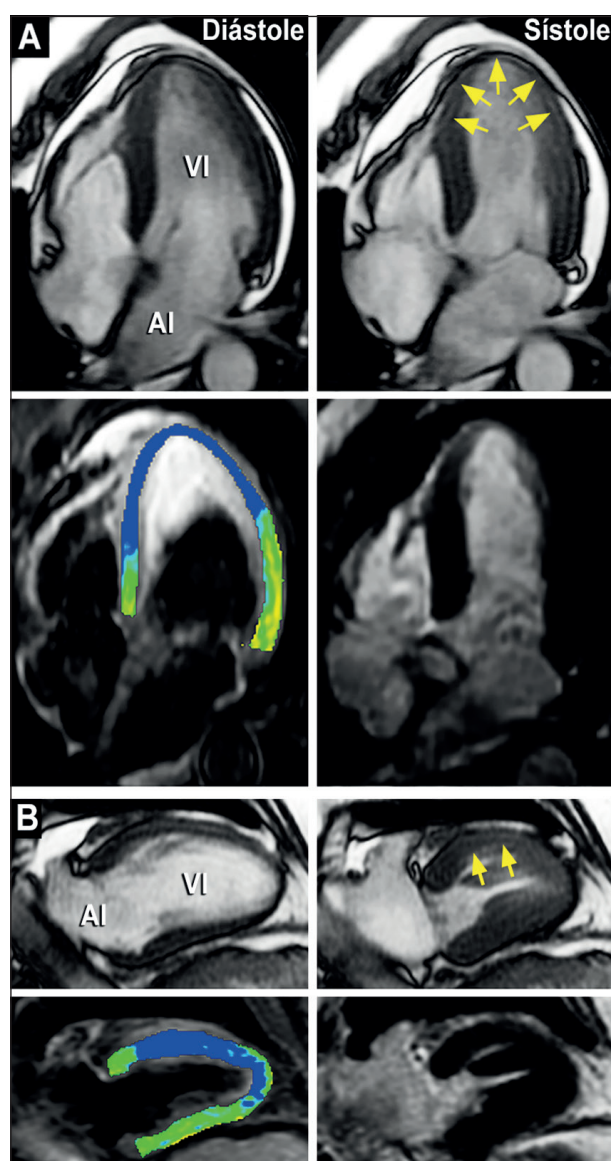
A) Paciente 1. Resonancia magnética cardíaca, visión de 4-cavidades. *Arriba:* imágenes de cine-resonancia en diástole y sístole que muestra acinesia apical y medial del VI (Flechas amarillas); *Abajo izquierda:* imagen ponderada en T2 con análisis de la intensidad de señal mediante el uso del programa CVI42 (versión 5.12.1, Circle Cardiovascular Imaging Inc., Calgary, Canadá) con visualización codificada por colores de la intensidad de la señal relativa normalizada al músculo esquelético en comparación con la región de interés en el músculo esquelético. El azul indica una relación de intensidad de señal de miocardio/músculo esquelético $\geq 2,0$ que indica edema y el color verde indica una intensidad de señal normal (1,4-1,9). Con esta técnica se confirma la existencia de edema transmural en el ápex y en los segmentos septal medial-apical y latero-apical del VI (color azul). *Abajo derecha:* imágenes de inversión-recuperación potenciadas en T1 luego de la administración de gadolinio anulando la señal del miocardio normal, muestra ausencia de realce tardío de gadolinio. B) Paciente 2. Resonancia magnética cardíaca, visión de 2-cavidades. *Arriba:* imágenes de cine-resonancia en diástole y sístole que muestran acinesia del segmento medio de la pared anterior del VI (Flechas amarillas). *Abajo izquierda:* imagen ponderada en T2 con análisis de la intensidad de señal mediante el uso del programa CVI42 previamente señalado, muestra edema transmural (color azul) en los segmentos medio y apical de la pared anterior y subendocárdico a nivel del ápex del VI. *Abajo derecha:* imágenes de inversión-recuperación potenciadas en T1 con ausencia de realce tardío de gadolinio. AI: aurícula izquierda; VI: ventrículo izquierdo.
